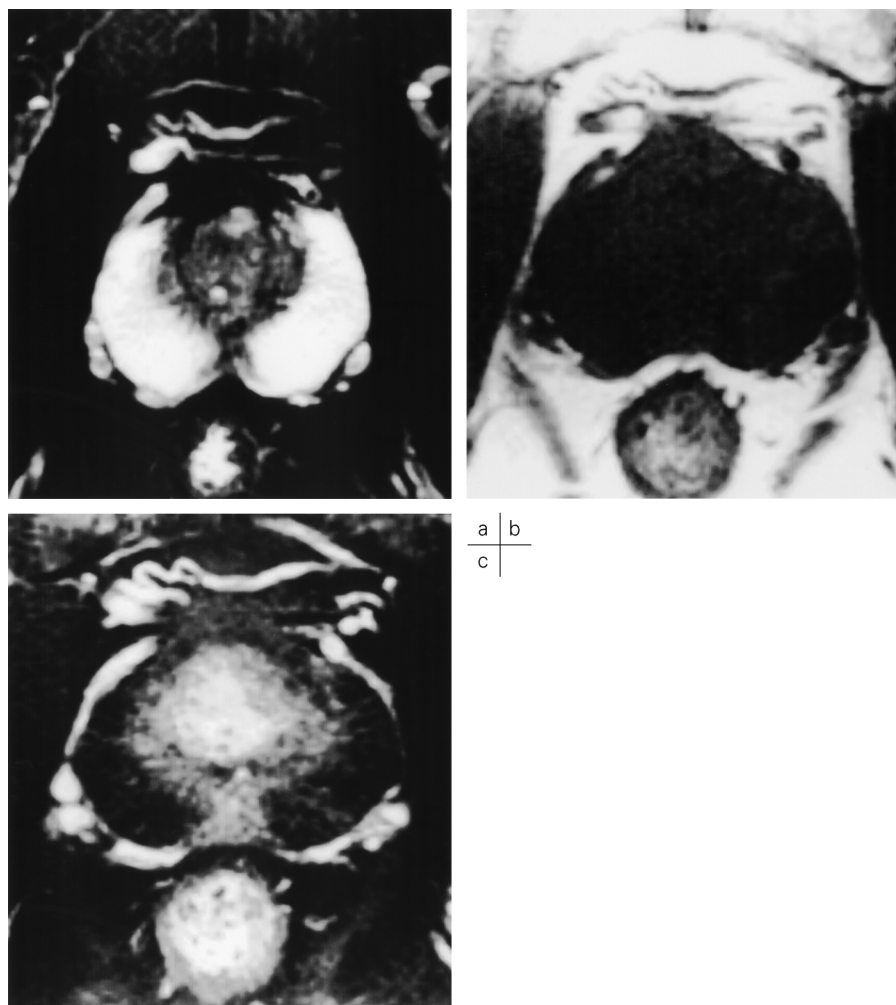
MRI of stromal type benign prostatic hyperplasia
